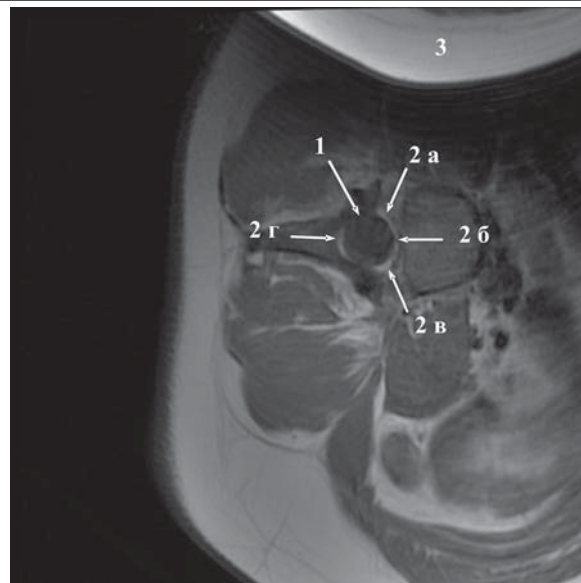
МР томография на уровне L_{IV} позвонка при функциональной спиральной деформации позвоночника; аксиальное T_1 взвешенное изображение:
